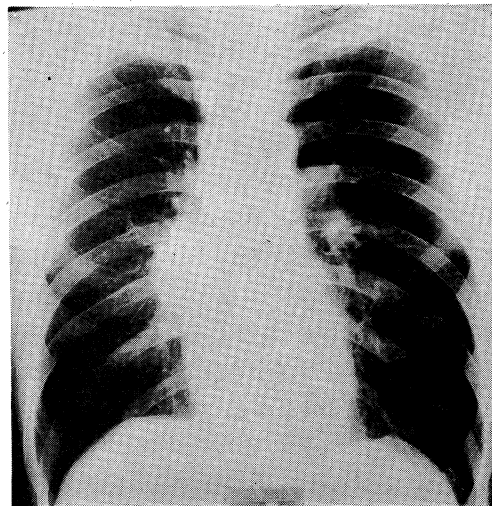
Radiograph of the chest on admission, showing a small mass in the right hilar region.
